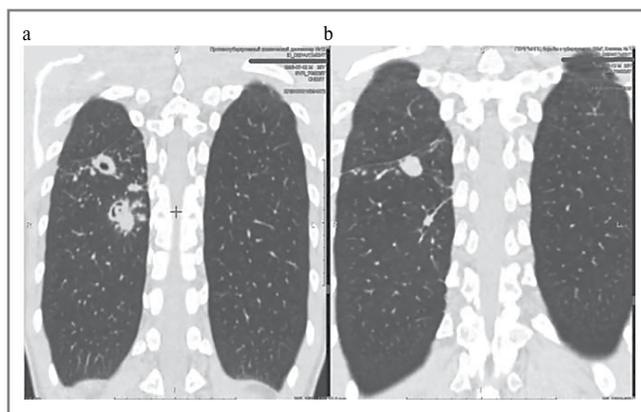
КТ ОГК больного Л. до (а) и после (б) противотуберкулезной терапии.
